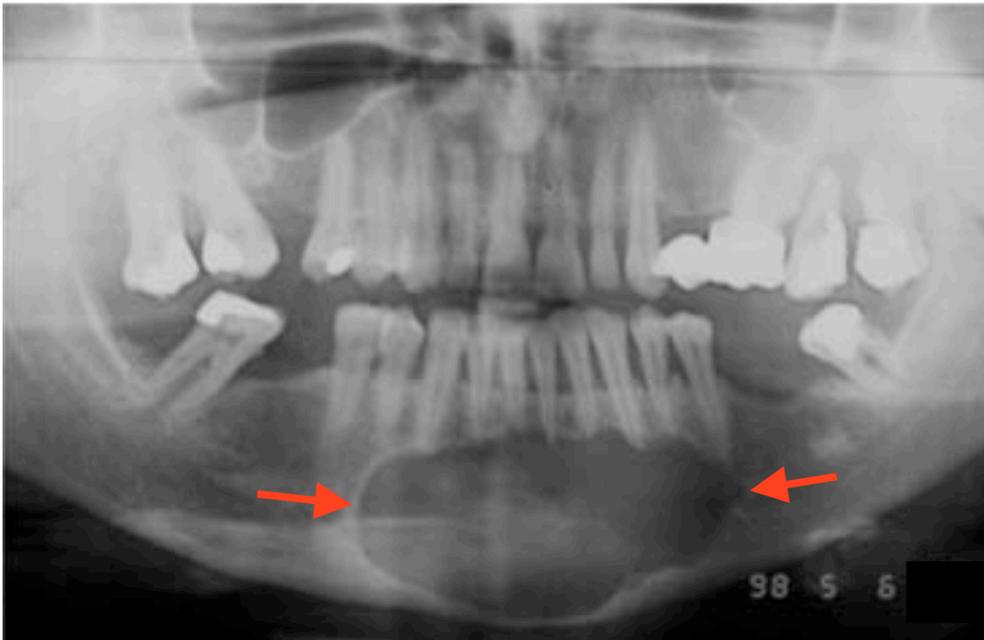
Kyste inflammatoire mandibulaire antérieur de grande étendue (orthopantomogramme) [10].
